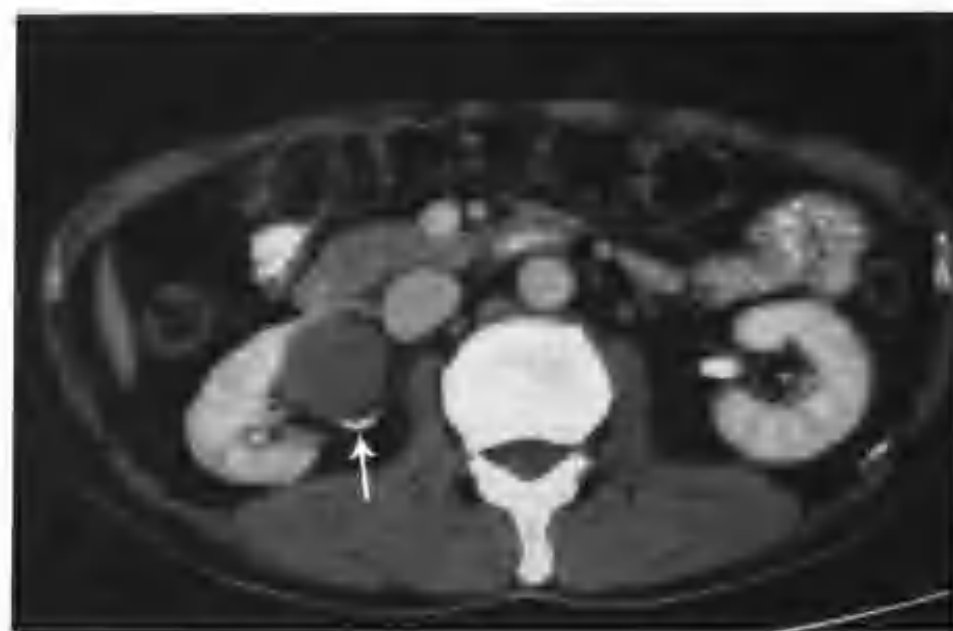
与图4-3-16为同一病例，肾盂期病灶CT值 65HU ，邻近肾盂受压（箭头）
